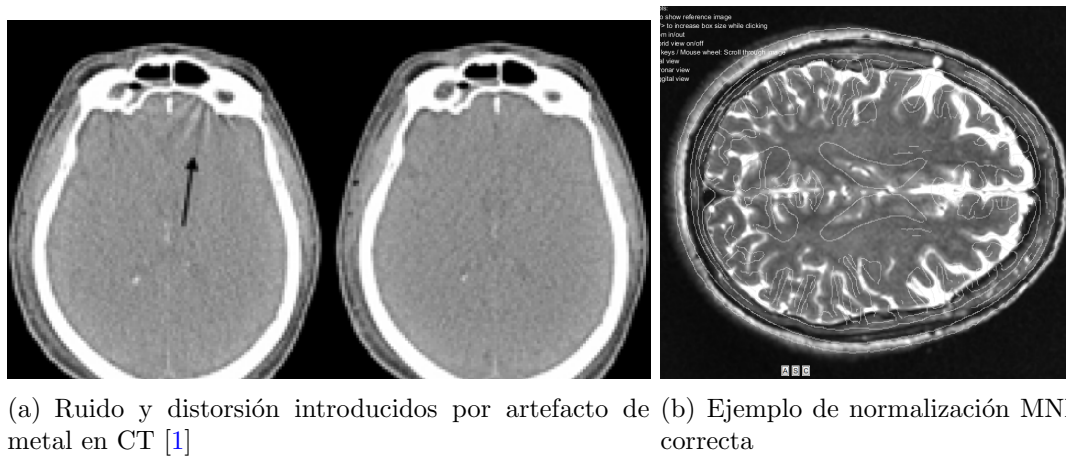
Imágenes por Tomografía Computarizada: a) Ruido por elementos metálicos, b) Normalización espacial MNI correcta.
